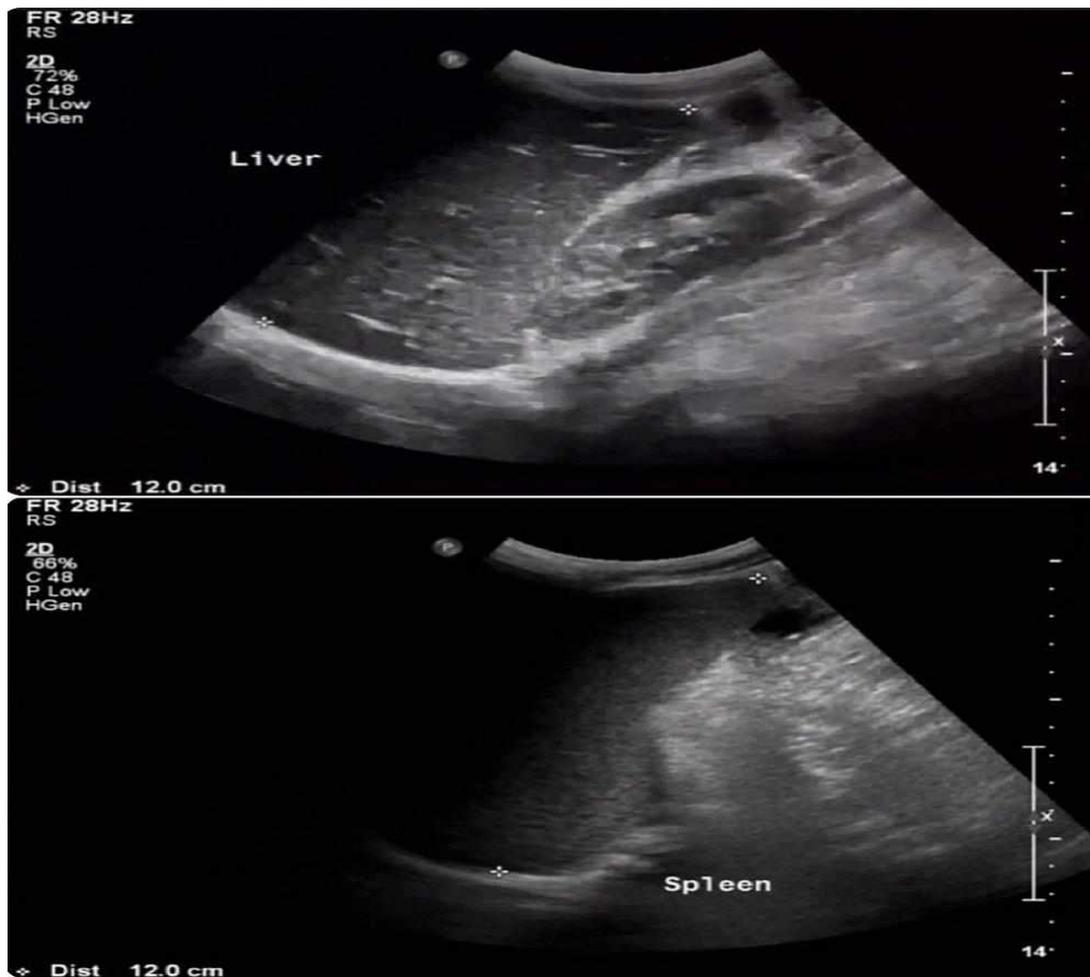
УЗИ брюшной полости пациента А.Р., возраст 1 года 1 мес, с выявленной гепатоспленомегалией.
